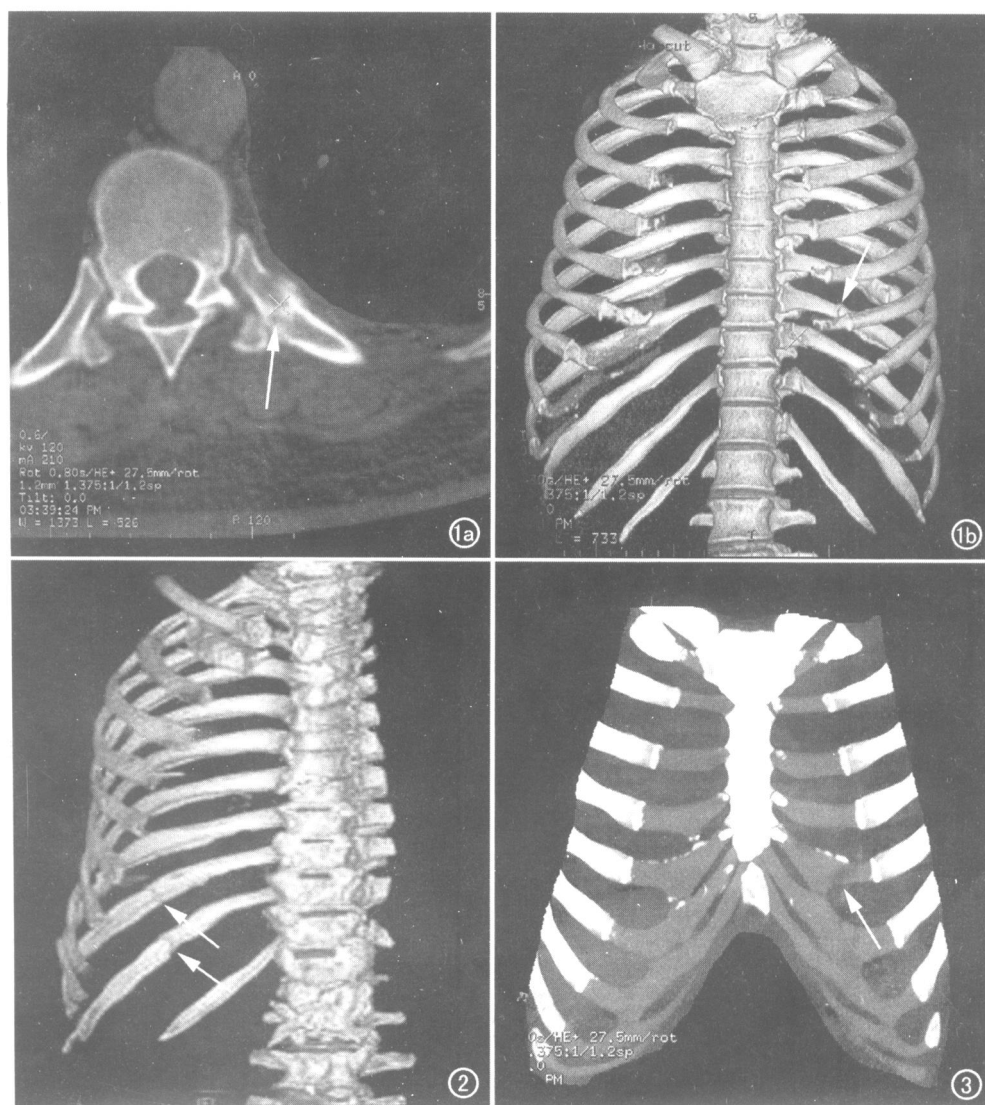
左第 10 后肋骨折。a) CT 横断面示左侧后肋骨折(箭); b) VR 图上能准确确定第 10 后肋近胸肋关节处骨折(箭)。图 2 三维 VR 图上清晰显示第 10、11 右后肋骨折线(箭),骨皮质不连续。图 3 MIP 图上左侧第 5 肋软骨见线状透亮影(箭),示肋软骨骨折。
